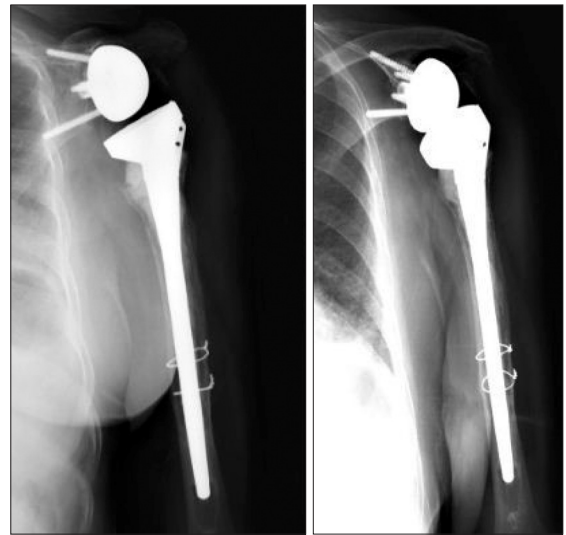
Postoperative 2-year follow-up radiography showed no bony abnormalities.
